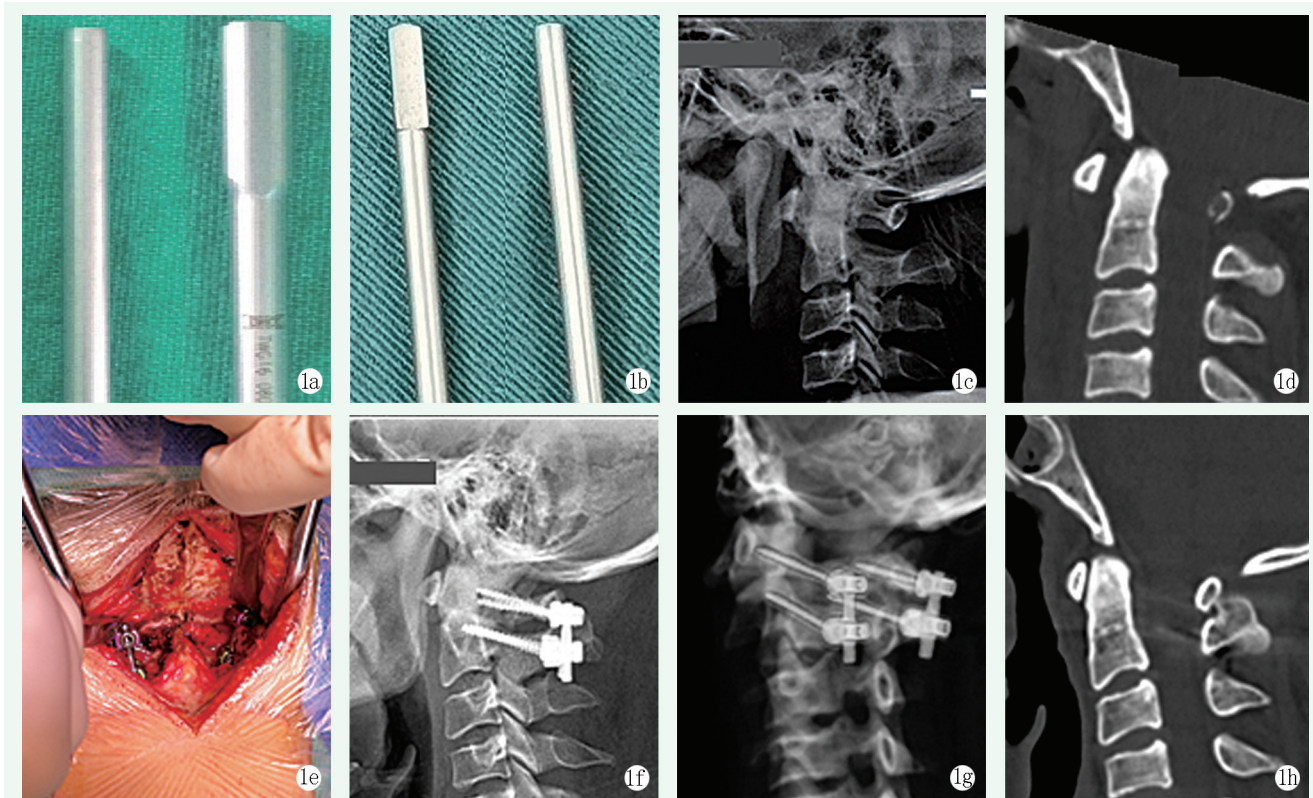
患者男性, 40 岁。1a: 左侧为常规圆柱体连接棒, 右侧为防旋转棒, 防旋端为椭圆体, 另一端为圆柱体; 1b: 右侧为常规圆柱体连接棒, 左侧为防旋转棒, 防旋端的截面为“U”形, 另一端为圆柱体; 1c: 术前侧位 X 线片显示寰齿前间隙增大, 寰枢椎脱位; 1d: 术前 CT 显示寰椎向前脱位; 1e: 术中见双侧后路寰枢椎防旋转钉棒系统固定; 1f: 术后 1 周侧位 X 线片显示寰枢椎复位良好, 内固定位置满意; 1g: 术后 1 周三维 CT 可见后路寰枢椎防旋转钉棒系统固定形态; 1h: 术后 6 个月 CT 显示寰椎与枢椎间已形成骨桥, 达到骨性融合。
